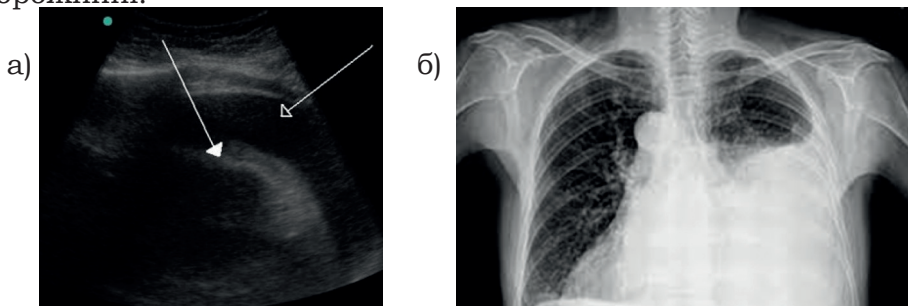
Гемоторакс: а - УЗД зображення плевральної порожнини; б - рентгенограма.
